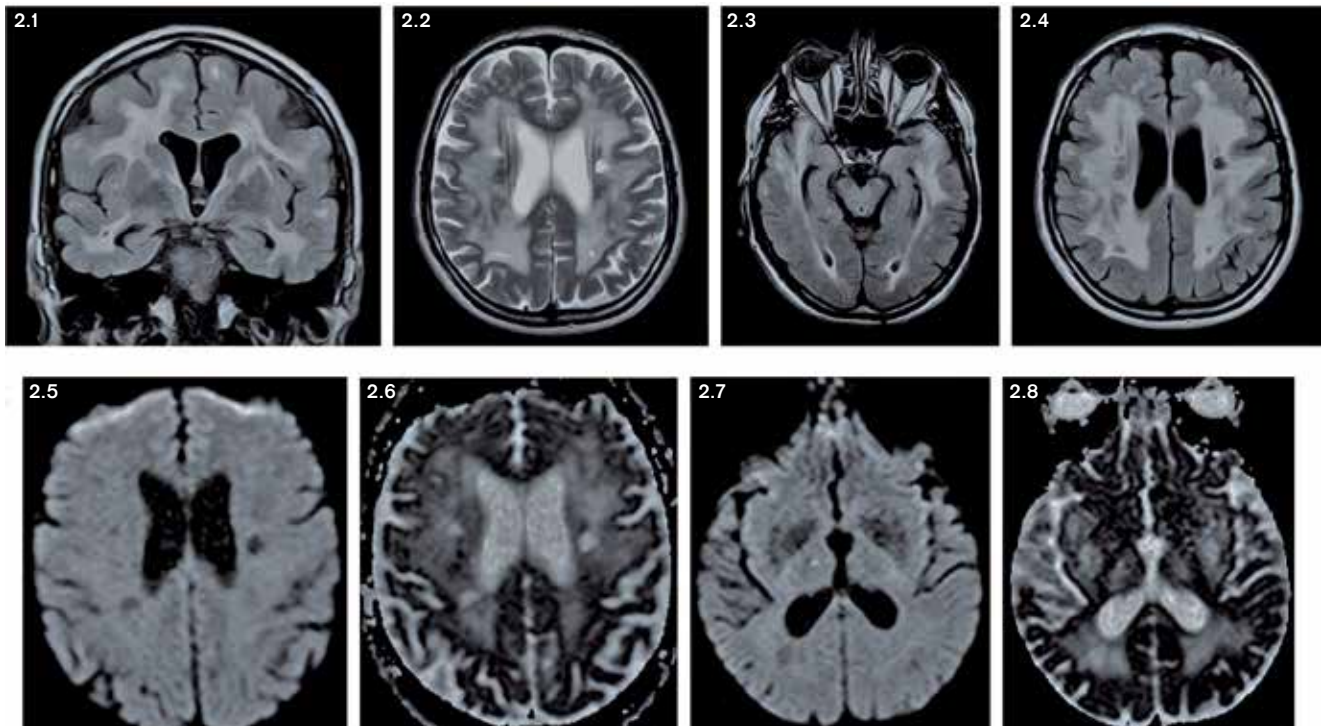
przedstawia wynik jednofazowego badania MR mózgowia w sekwencjach FLAIR i T2 zależnej (ryc. 2.1-2.4) z obrazowaniem dyfuzji (ryc. 2.5, 2.7) i mapowaniem ADC (ryc. 2.6, 2.8).
